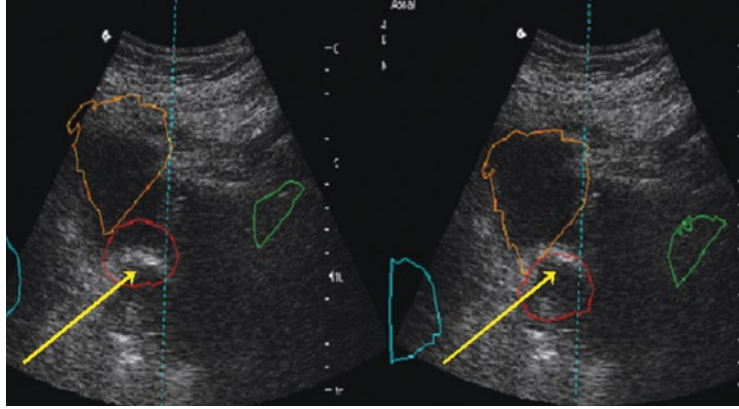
Daily Localization of Prostate, Bladder and Rectum by Ultrasound, before (left) and after (right) replacement; arrows mark on rectum wall
